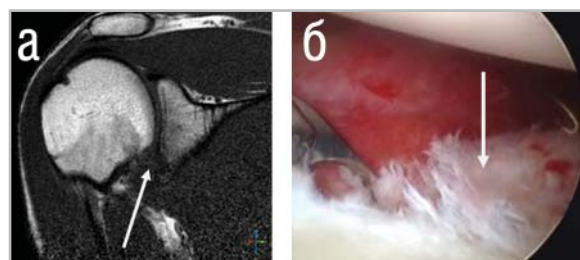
а – повреждение суставной впадины лопатки тип Bankart, данные МРТ;
